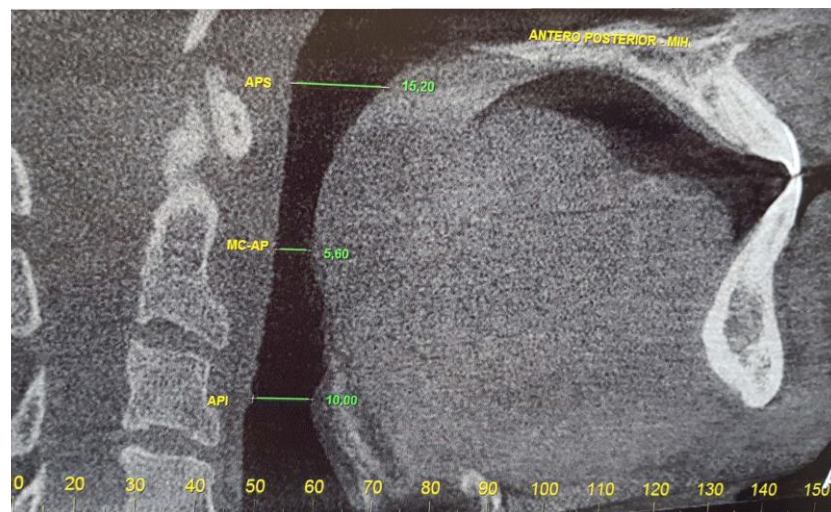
TC no corte sagital em MIH do paciente 02. APS: Antero-Posterior Superior; MC-AP: Máxima Constrição Antero-Posterior; API: Antero-Posterior Inferior
